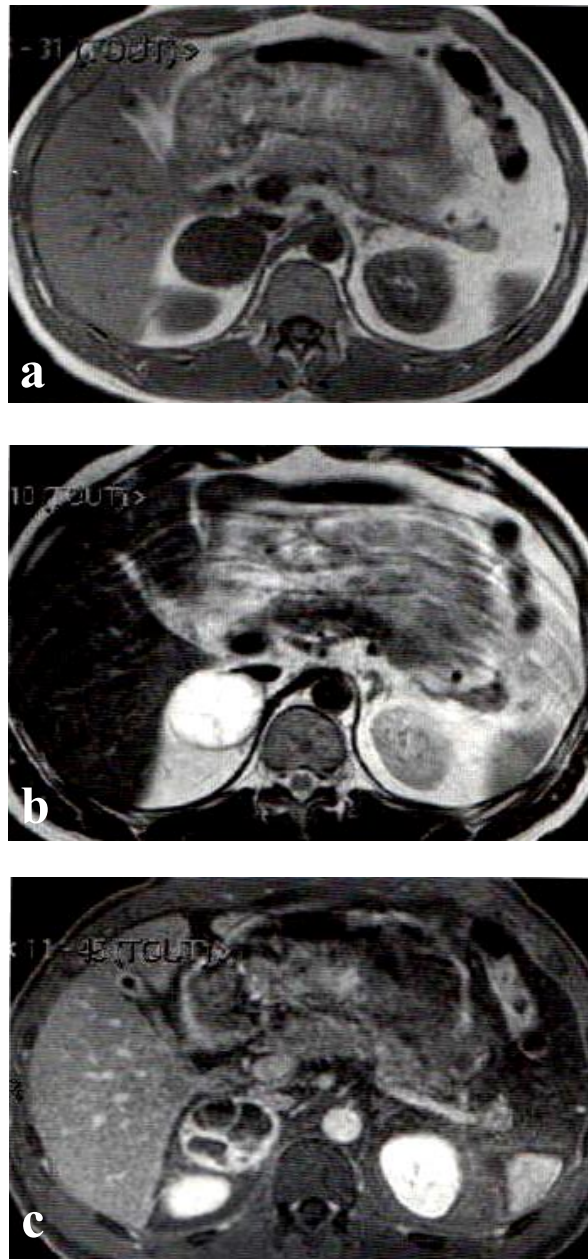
Phéochromocytome droit : IRM séquence en pondération T1 (a), T2 (b), avec injection et FAT SAT (c).[32]
